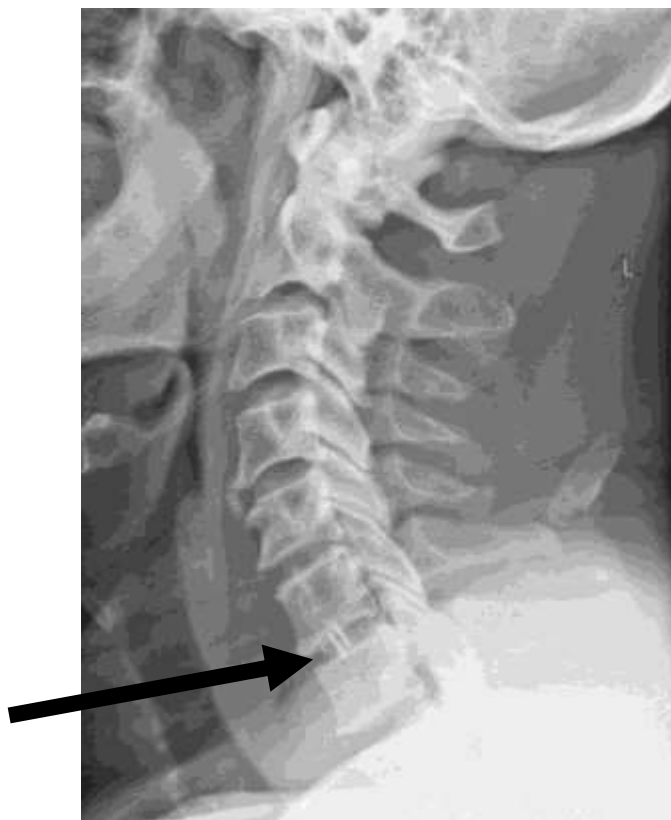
Контрольная рентгенограмма в послеоперационном периоде, кейдж Soles Stryker в промежутке C6-C7 (указано стрелкой)(И/б№17154/555, 2021г.)
